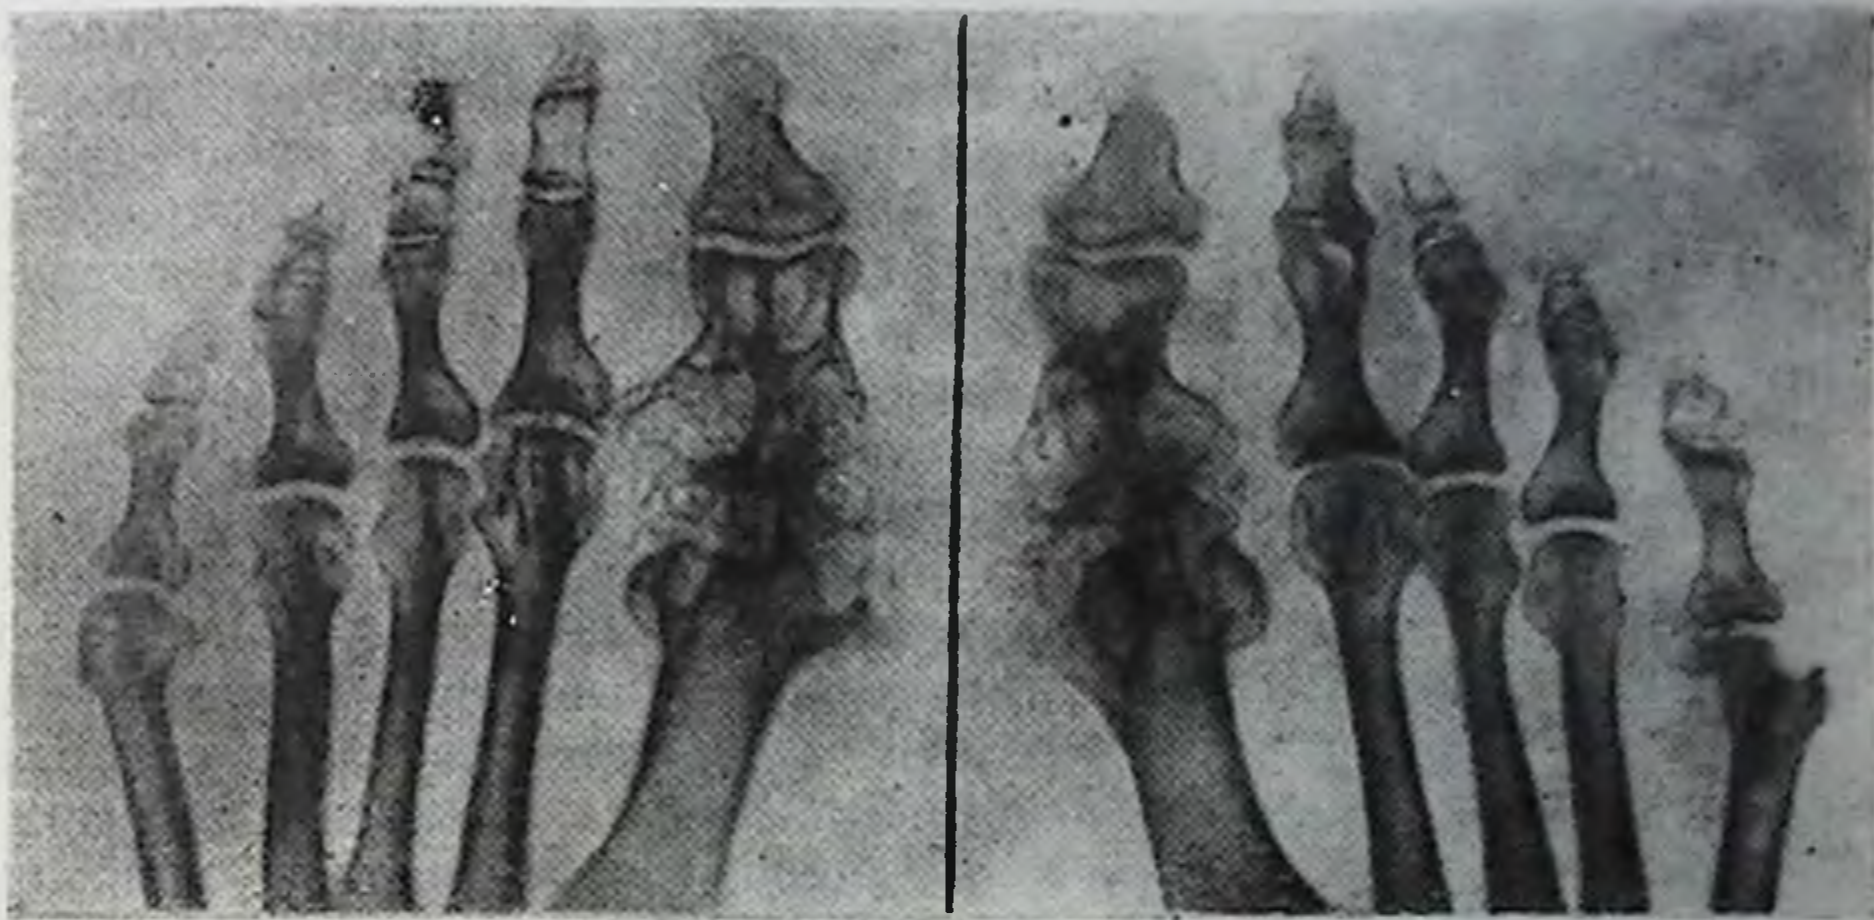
Рентгенограммы стопы больного П., 37 лет.
